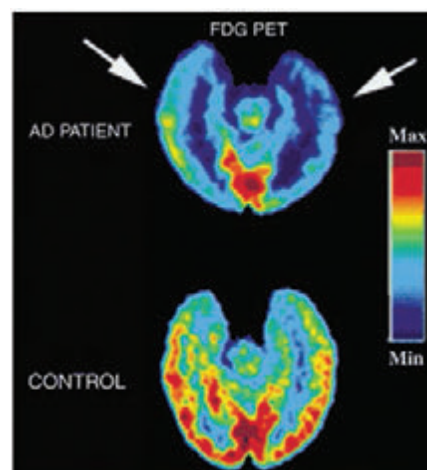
Imagens PET que evidenciam a diferença de captação da ^{18}F -FDG num doente com doença de Alzheimer (AD) e num indivíduo saudável. No doente a captação da ^{18}F -FDG no lobo temporal está diminuída (setas) comparativamente ao indivíduo saudável [6]. (Imagem cedida pela Radiological Society of North America)
